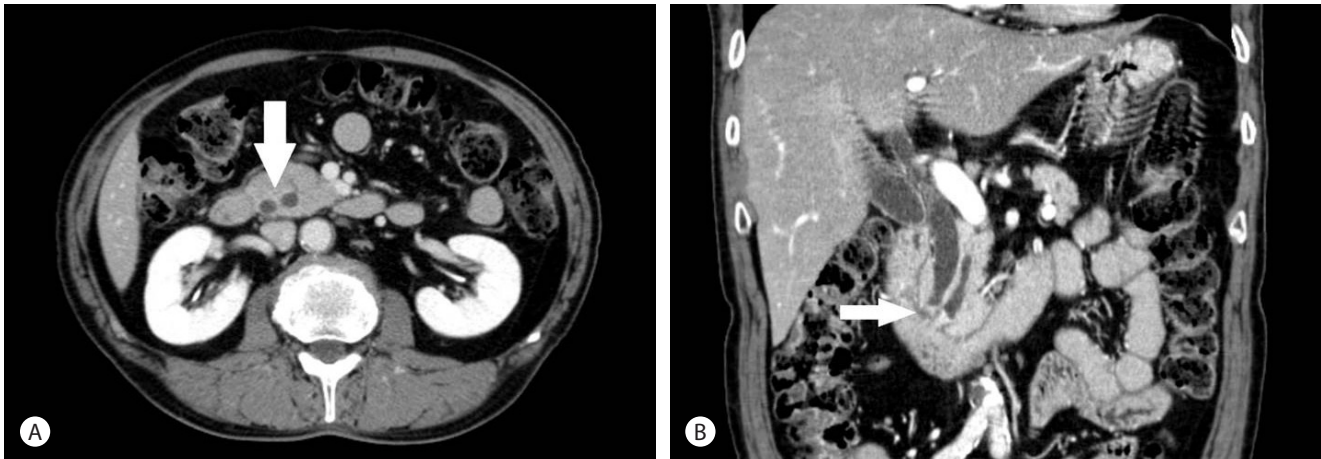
Abdomen computed tomography findings. (A, B) It shows dilations of common bile duct and main pancreatic duct and abrupt cut-off at the distal common bile duct and main pancreatic duct (arrows). However, there is no definite mass.
